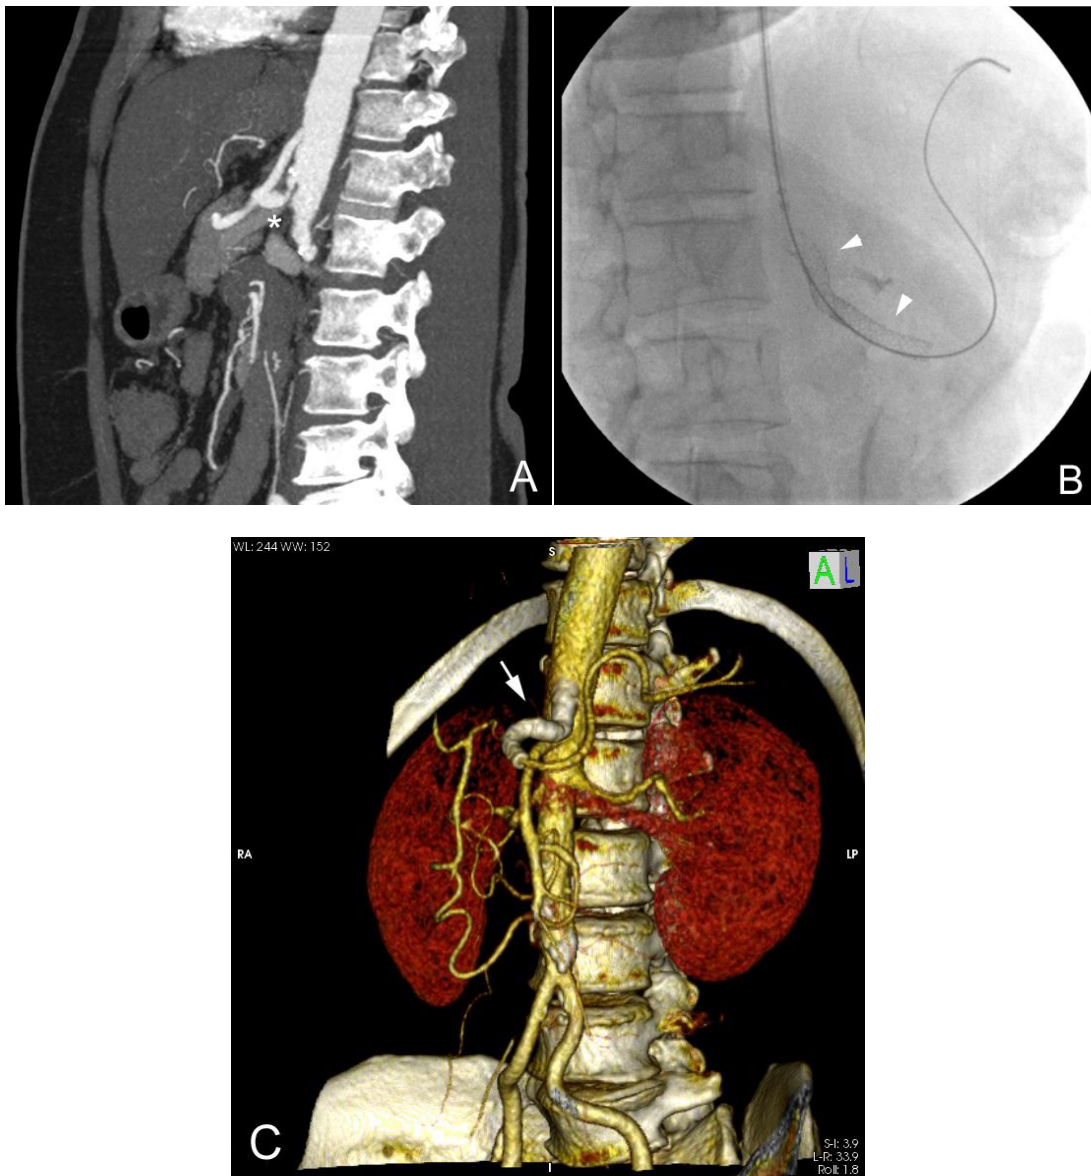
Caso #3. A, Corte sagital de AngioTC com estenose grave do TC, o qual possui uma angulação do óstio acentuada em sentido caudal. B, Fio-guia atravessando a estenose, em direção à artéria esplênica. Notar os *stents* já implantados (cabeças de seta). C, AngioTC de controle, após seis meses da intervenção, mostrando o posicionamento dos *stents* (seta) e perviedade do tronco celíaco e artéria hepática (não mostrada).
